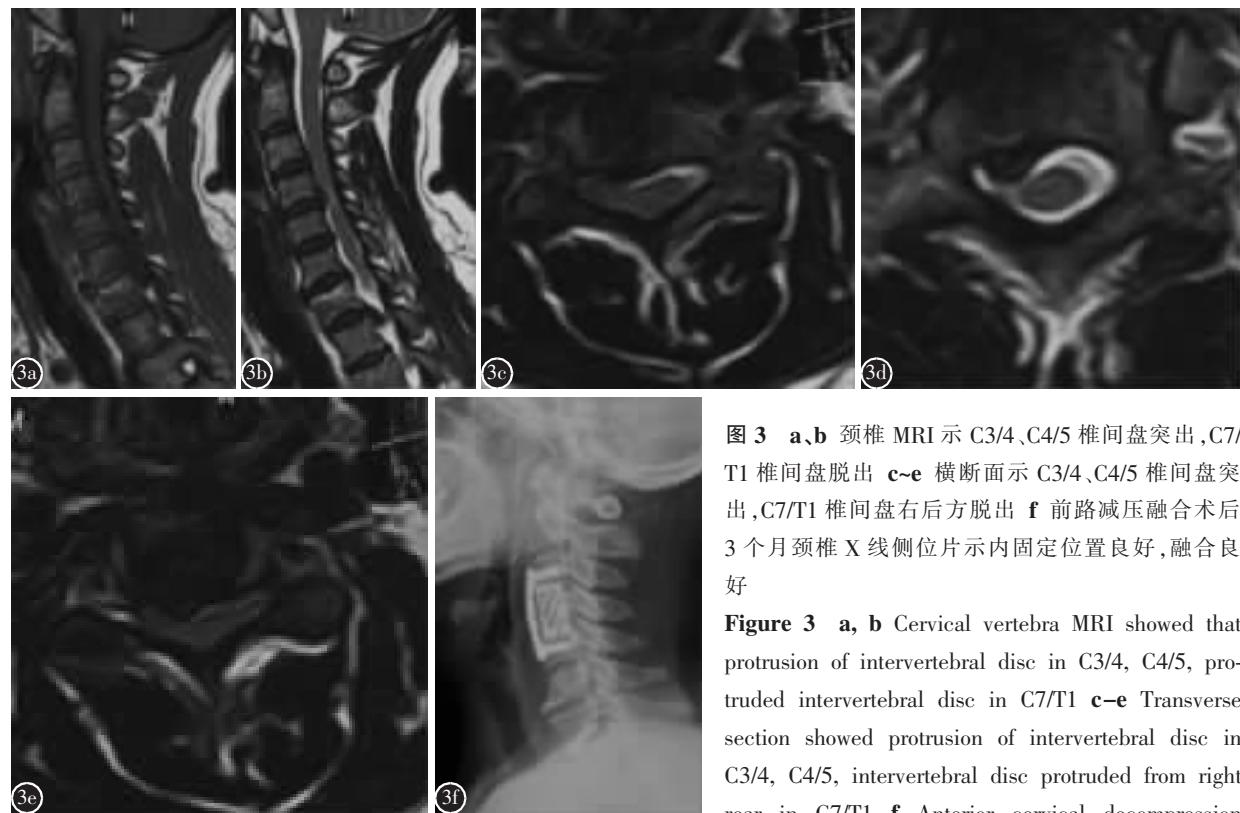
a、b 颈椎MRI示C3/4、C4/5椎间盘突出,C7/T1椎间盘脱出;c~e 横断面示C3/4、C4/5椎间盘突出,C7/T1椎间盘右后方脱出 f 前路减压融合术后3个月颈椎X线侧位片示内固定位置良好,融合良好
